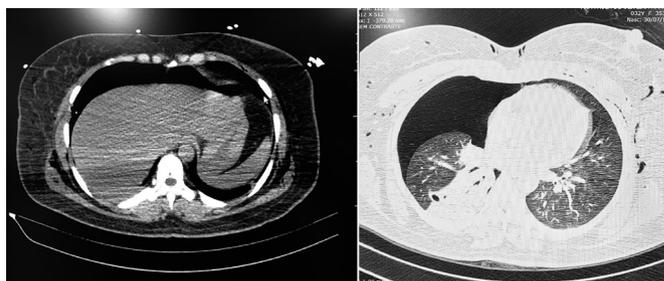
Tomografia computadorizada de abdome (direita) e tórax (esquerda) evidenciando pneumotórax drenado à direita, extenso enfisema subcutâneo e pneumoperitônio, sem evidência de lesões intra-abdominais.
